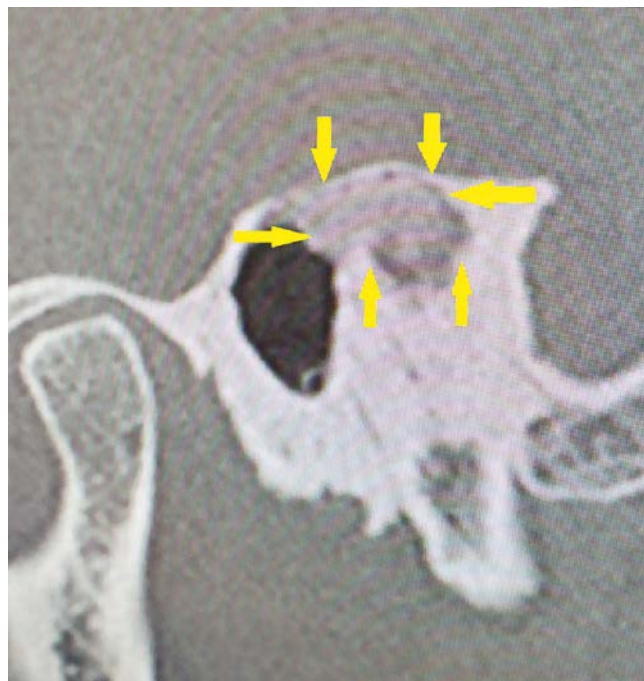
МСКТ височной кости через 1 год после операции. Сагиттальная проекция, стрелками указаны границы операционной полости облитерированной костной стружкой
